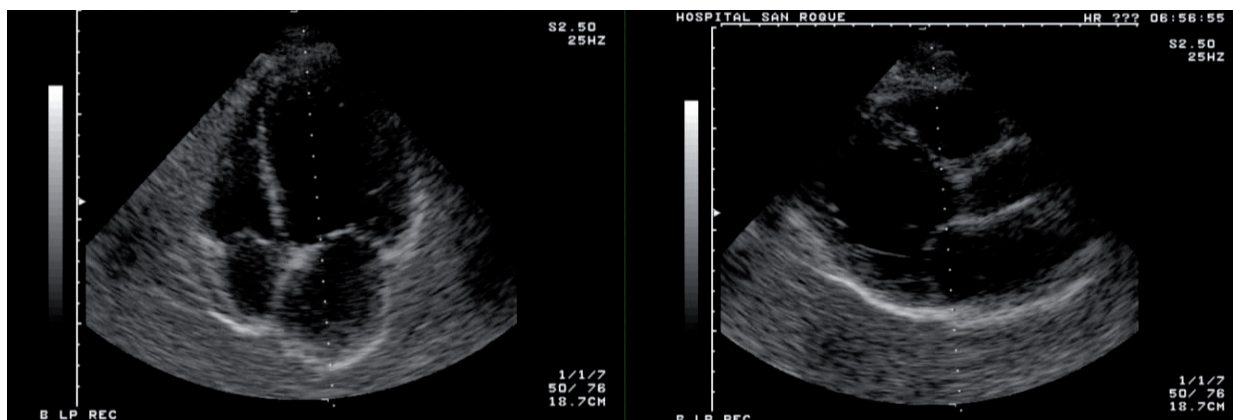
A. El ecocardiograma transtorácico en eje largo cuatro cámaras muestra la ausencia de trombo luego del año de seguimiento. B. Ecocardiograma transtorácico eje paraesternal largo sin imágenes de trombo.
